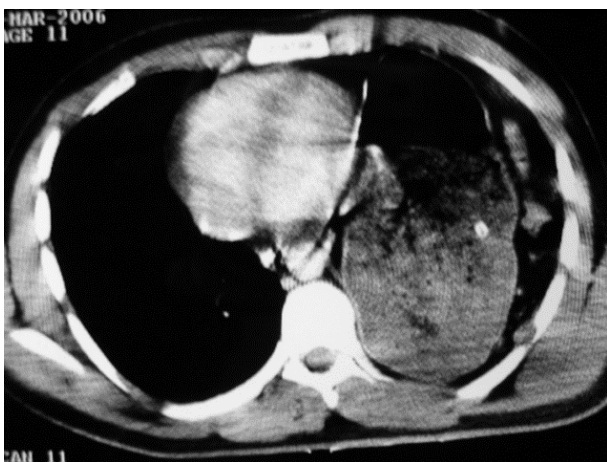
Corte axial TCMD en ruptura de diafragma(TCMD: Tomografía computada con multidetector).
